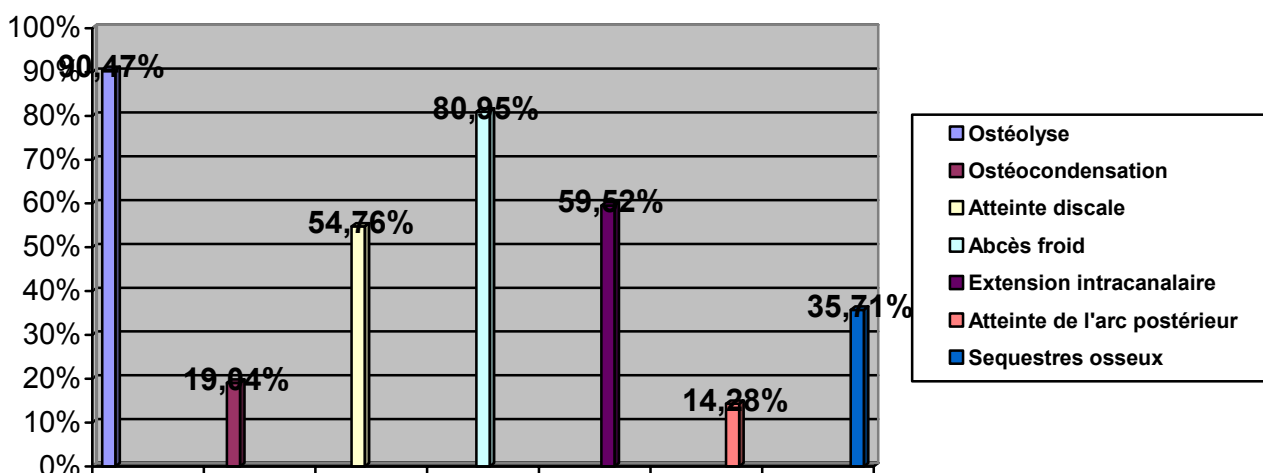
Le nombre de différentes lésions rachidiennes visualisées par la TDM
